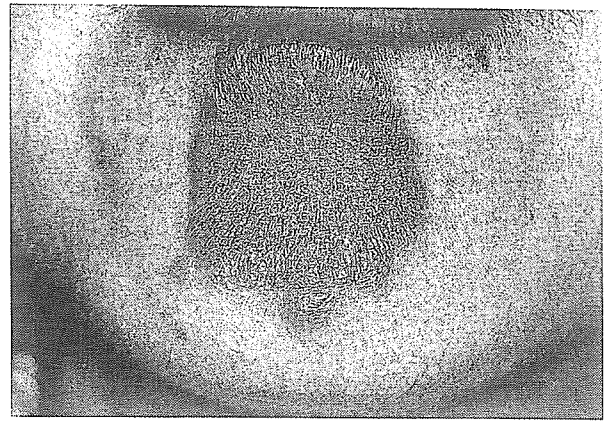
ハンセン病PB型(BT型). 下顎に認められた紅斑局面. 衛星病変も見られる.
